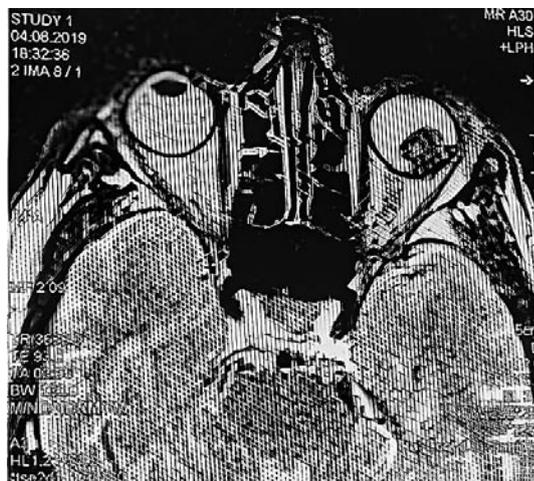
МРТ-снимок увеальной меланомы в режиме T1 (из собственных клинических случаев).
